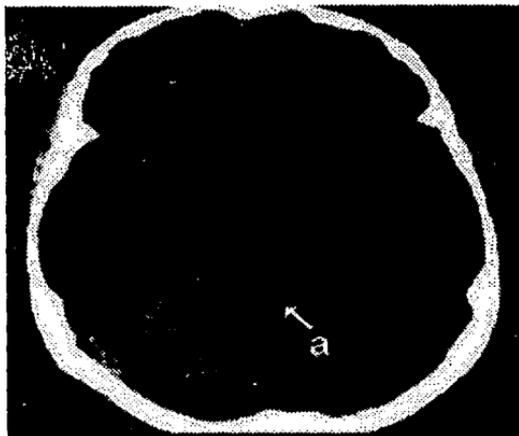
Se aprecia corte axial de TAC contrastada, donde la flecha (a) muestra el IV ventrículo redondeado y dilatado.
